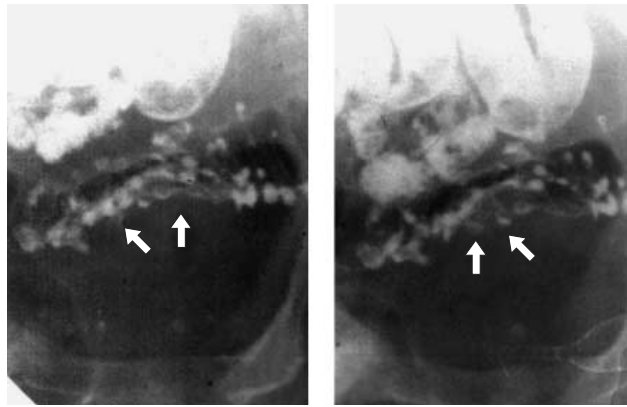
Прицельные рентгенограммы сигмовидной кишки больной Ц., 56 лет, двойное контрастирование. Паракишечный инфильтрат. Асимметричная деформация одного из контуров кишки с формированием симптома “кулис” (стрелки); видны множественные дивертикулы.
